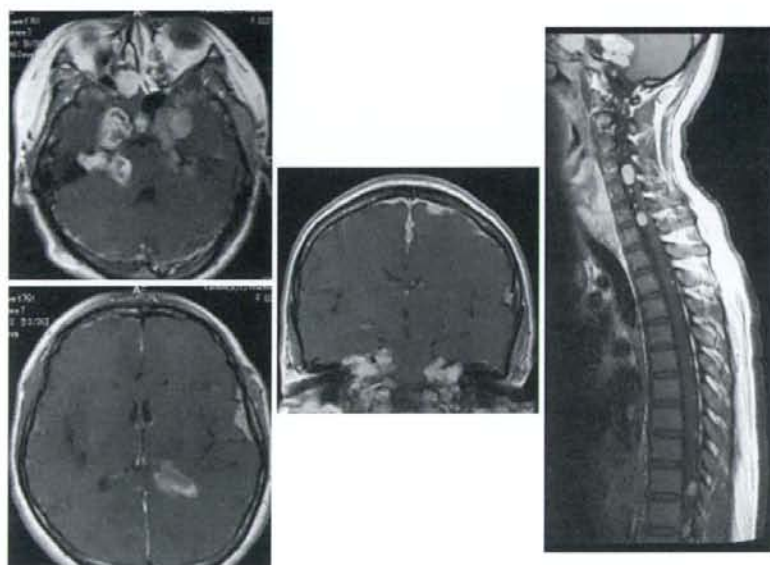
術前造影MRI: 多発する神経鞘腫と脳室内および脳表の髄膜腫
